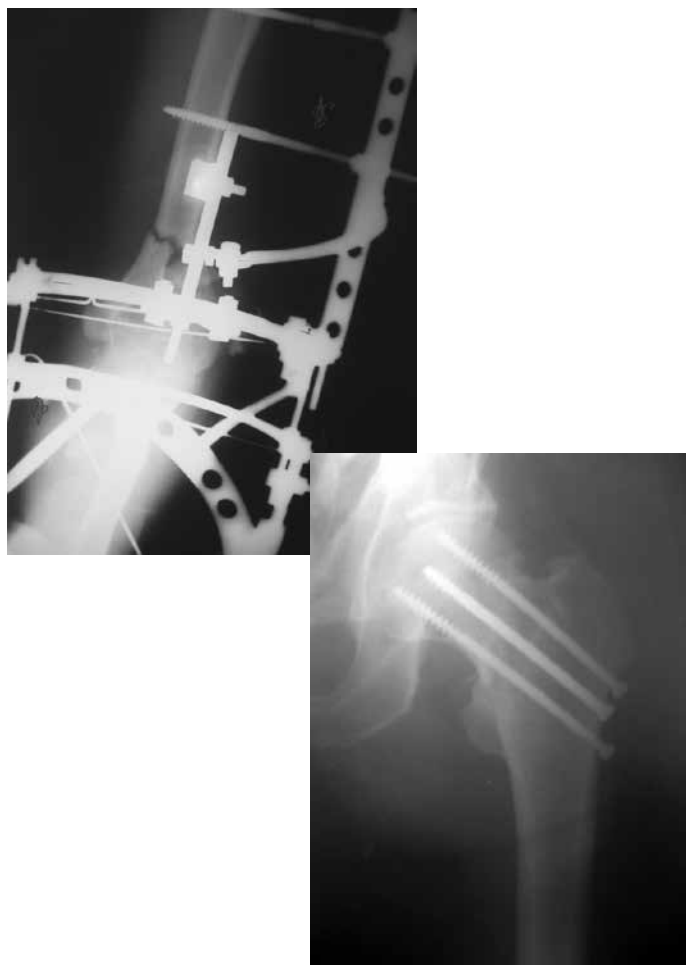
Рентгенограммы переломов плечевой кости и шейки бедренной кости после операции
